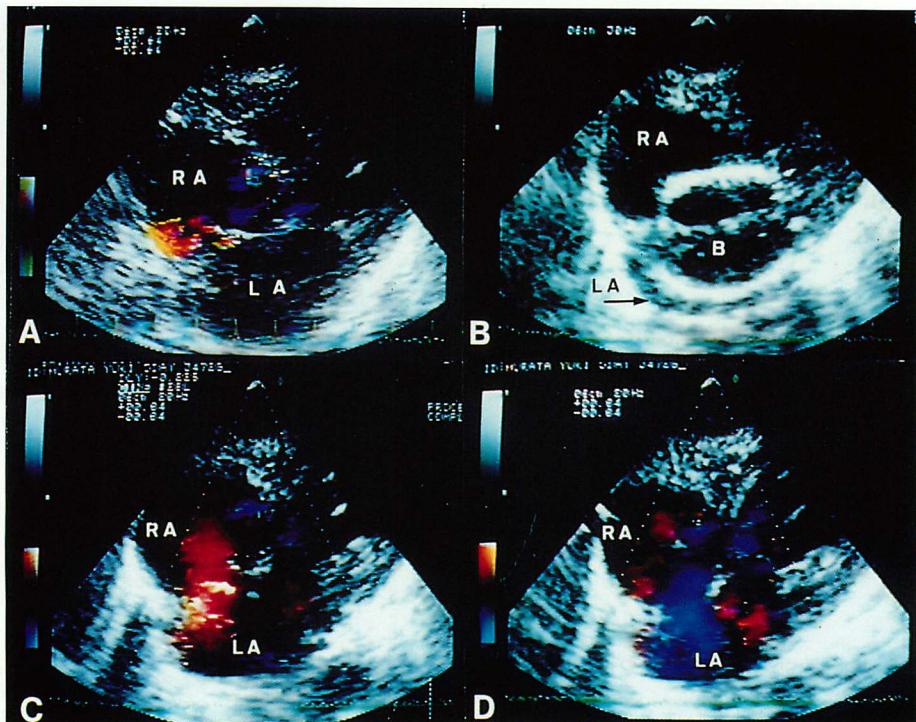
Echocardiograms of a patient with d-TGA type II (Patient 19).
